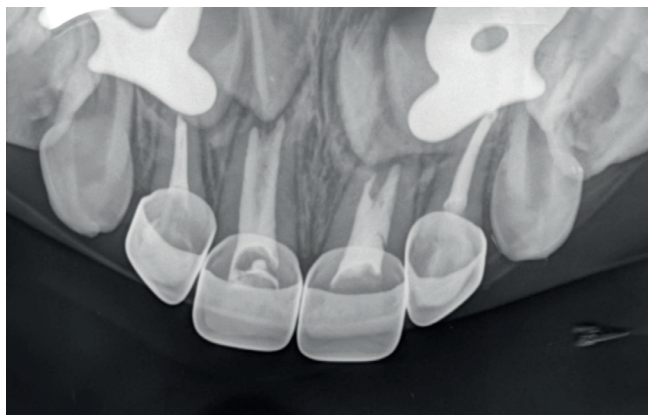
Radiografía para verificar ajuste de coronas acero cromo.
